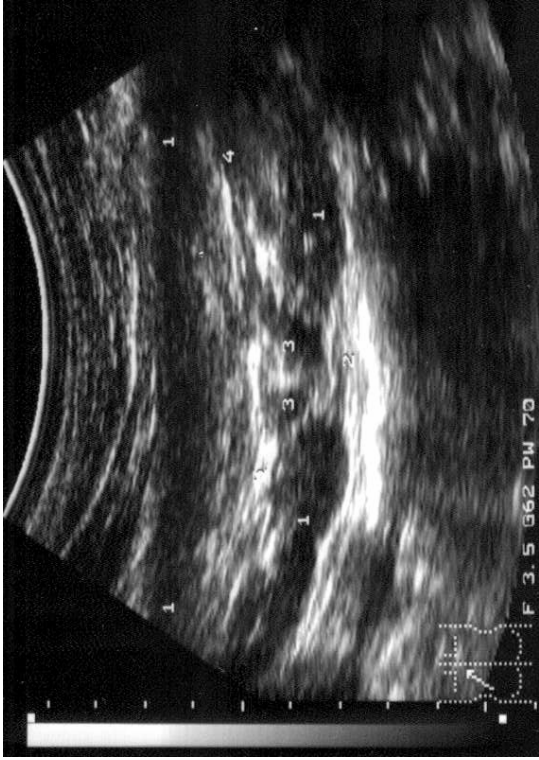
УЗИ левой почки в норме.
